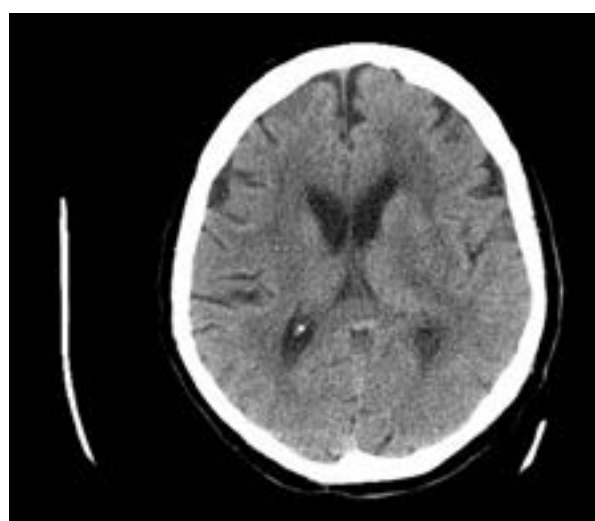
Tomografia komputerowa głowy bez podania środka kontrastowego – krwawk śródmózgowy w strukturach głębokich po lewej stronie
